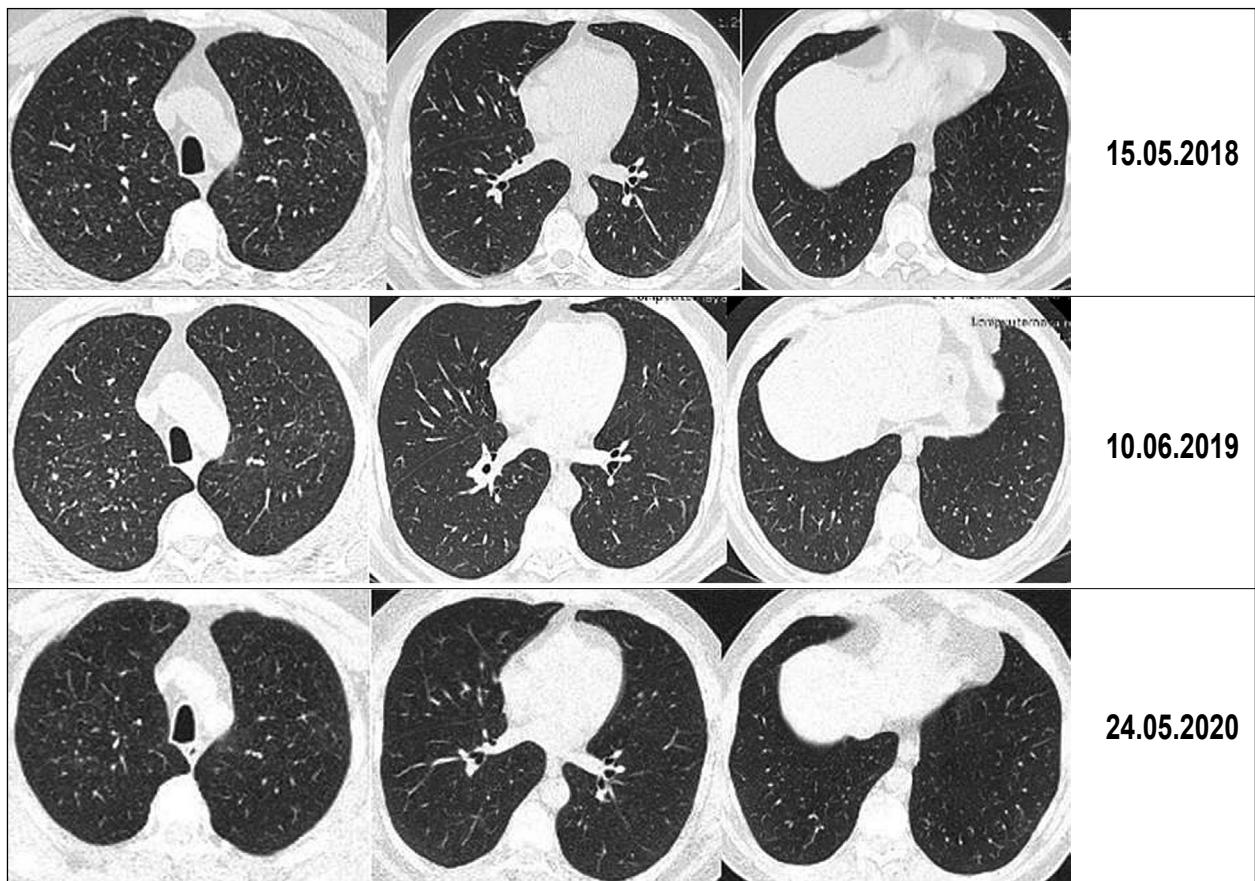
КТ ОГК больного Г. от 2018–2020 гг. Сохраняются множественные очаговые затенения, преимущественно в верхних долях лёгких, без динамики по сравнению с 15.05.2017 г.
